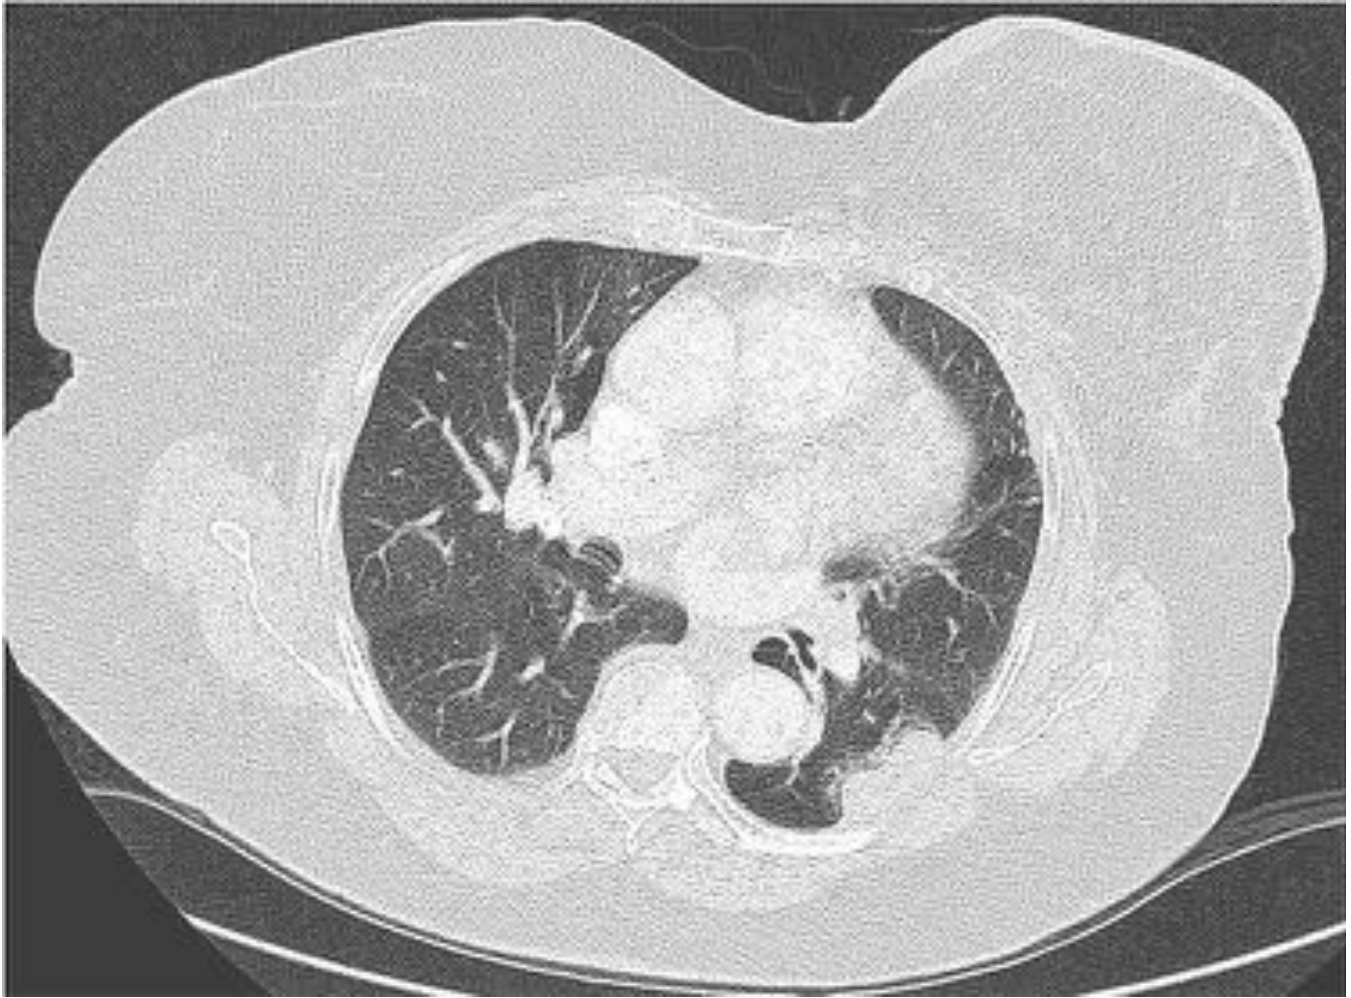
Corte axial de TAC torácico con CIV de la paciente anterior (ventana pulmonar). Engrosamiento nodular subpleural izquierdo en la base del hemitórax izquierdo que se asocia a una afectación subsegmentaria del parénquima adyacente. Estas imágenes son sospechosas de implantes tumorales pleurales en paciente con neoplasia de mama con enfermedad diseminada.
